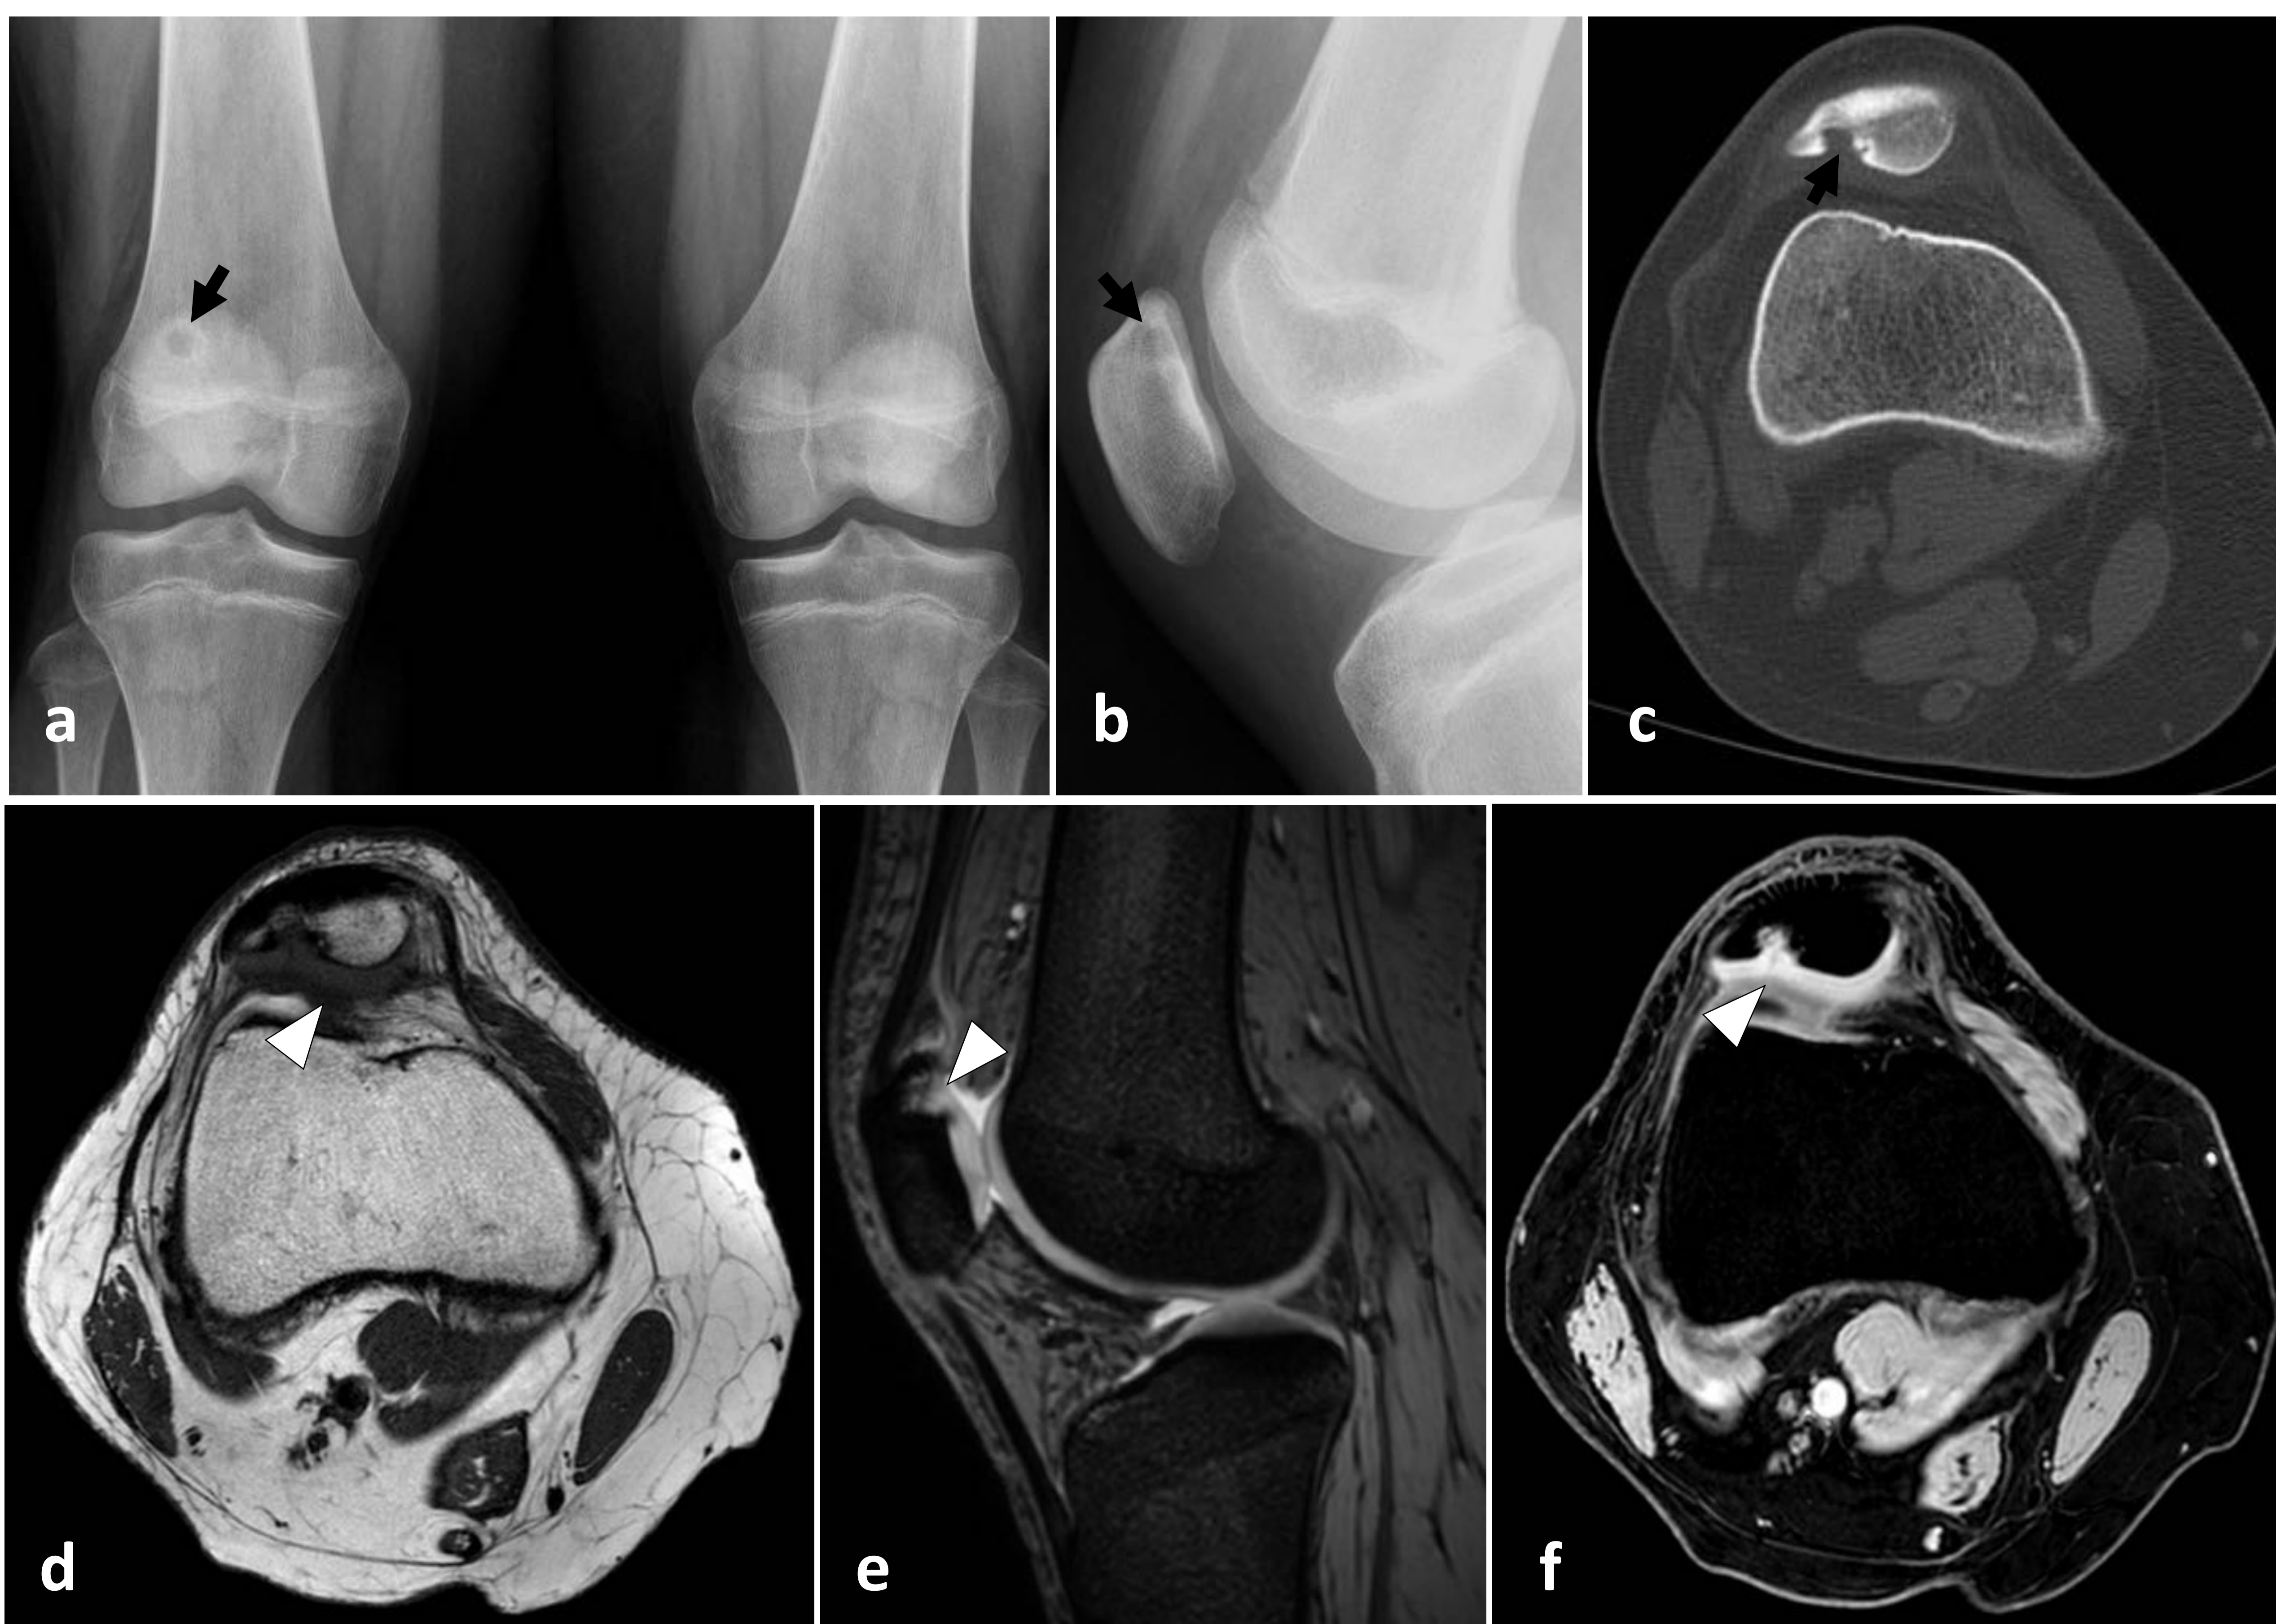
Niña de 14 años con dolor de rodilla derecha. (a, b) RX de rodillas AP y lateral derecha. Hiperlucencia en el cuadrante superolateral de la rótula derecha (flecha), con margen escleroso. La paciente sigue refiriendo dolor. (c) TC de rodilla, ventana de hueso, axial. Defecto óseo con márgenes definidos en la superficie articular femoropatelar (flecha). (d, e, f) RM de rodilla potenciada en T1 axial, smFFE sagital y 3Dwats axial. Hipertrofia del cartílago rotuliano a nivel del defecto (punta de flecha), sin lesión condral ni edema óseo. Caso cedido por la Dra. María Guasp (Radiología infantil, Hospital Universitari i Politènic La Fe).
